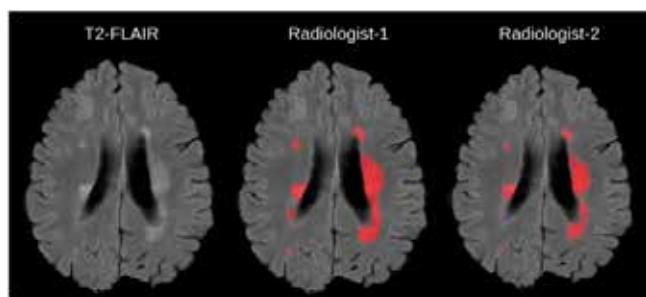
Пример иллюстрации аксиальных МРТ-сканов поражений головного мозга пациента с рассеянным склерозом, наложенных на двухмерное сканирование T2-FLAIR, совмещенное с выполненным независимыми экспертами в ручном режиме оконтуриванием очагов патоморфологических изменений [7]
